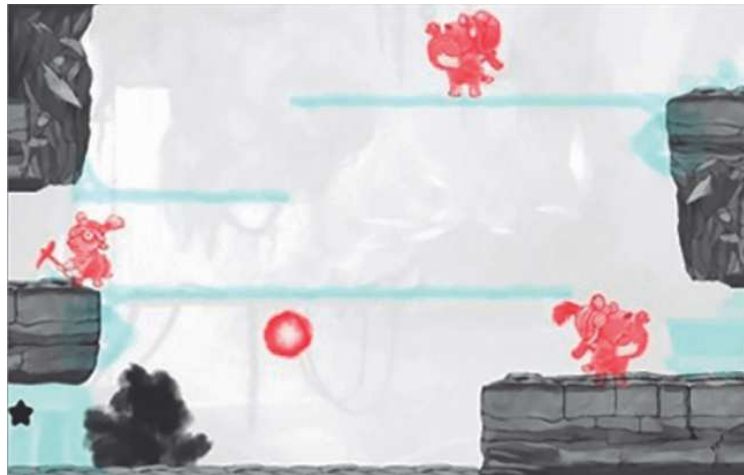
Captura de pantalla de DigRush. Imagen extraída de Kelly KR, Jost RM, Dao L, Beauchamp CL, Leffler JN, Birch EE. "Binocular iPad Game vs. Patching for Treatment of Amblyopia in Children: A Randomized Clinical Trial". JAMA Ophthalmol. 2016 Dec 1; 134(12):1402-08. Kelly KR et al. (124)
